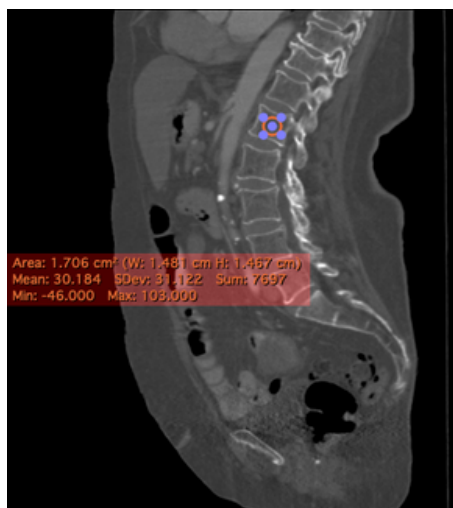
TC de abdomen en corte sagital ventana ósea, se visualiza medida con ROI a nivel de vertebra L1 con atenuación <100UH para diagnóstico de Osteopenia.
